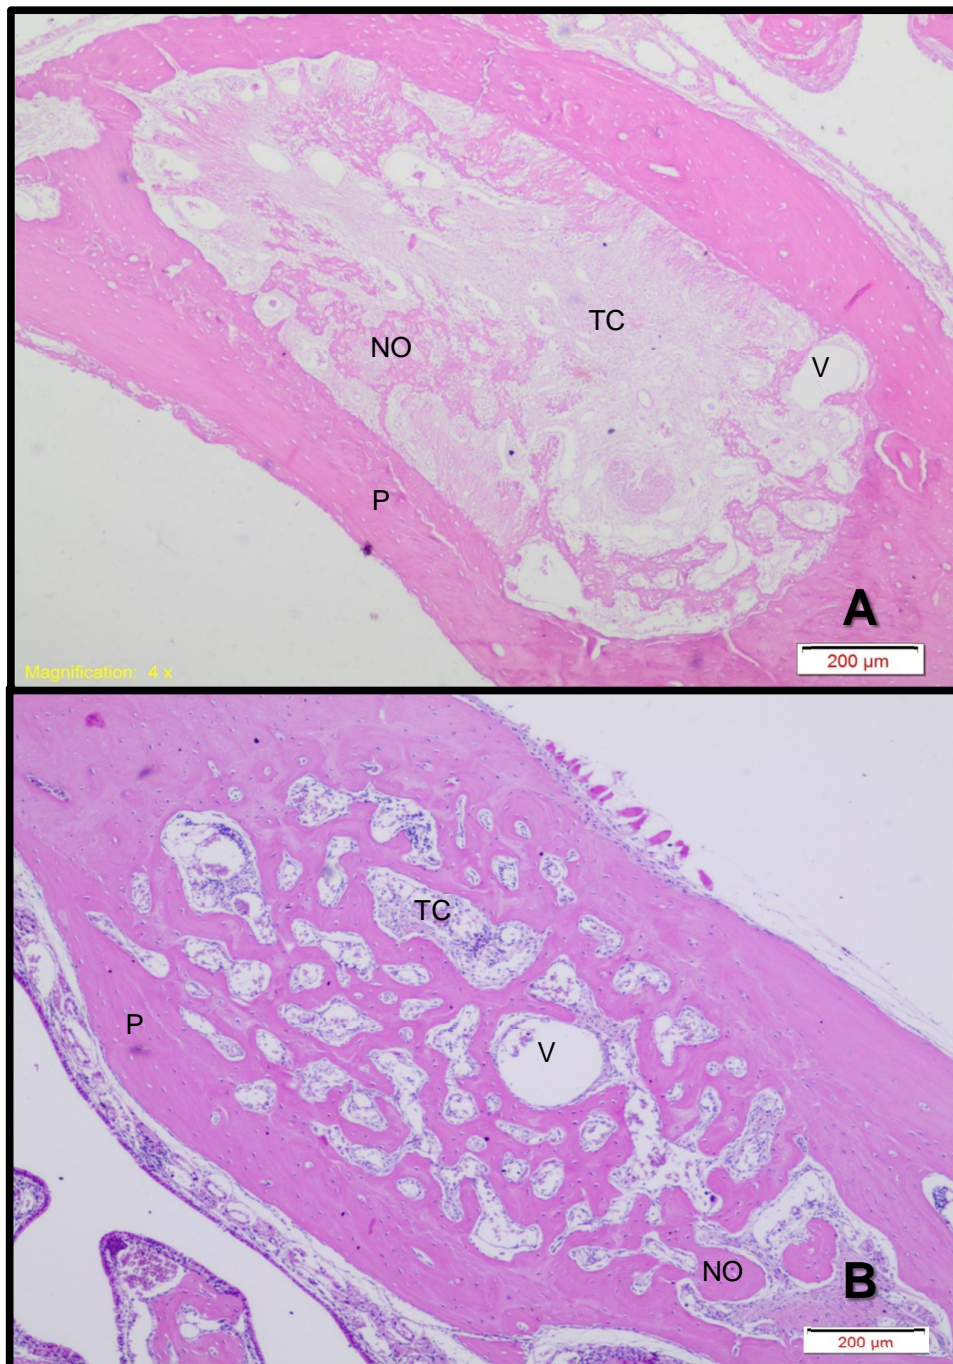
Grupo III períodos de 7 e 28 dias. A) Grupo III (7 dias), apresenta pequena neoformação óssea (NO) a partir das paredes do alvéolo (P), além da presença de tecido conjuntivo (TC) ao centro. B) No Grupo III (28 dias), o alvéolo está preenchido por grande neoformação óssea (NO) que preenche todo o espaço que não há presença tecido conjuntivo (TC) e vasos (V), desde as paredes (P). Coloração H.E. Fonte: Elaborado pela autora.
